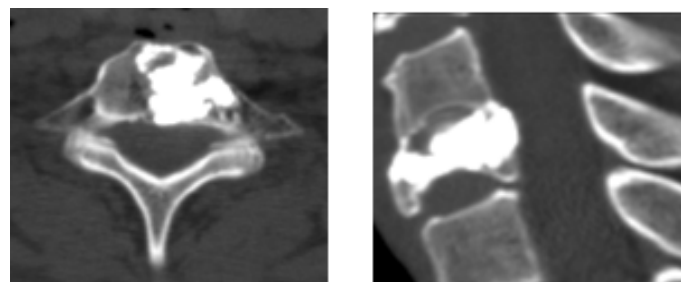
Послеоперационный КТ контроль пациентки Н., 47 лет
